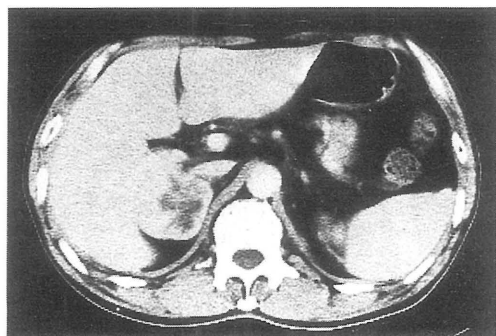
Enhanced computed tomography of upper abdomen. It demonstrates the right adrenal tumor about 50 mm diameter.
